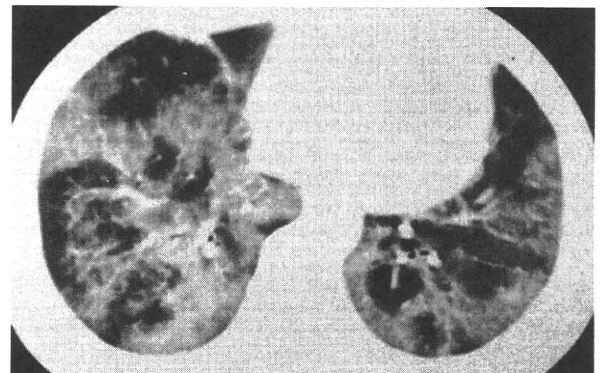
自己免疫性 PAP の胸部 CT 像 (10mm スライス厚)
